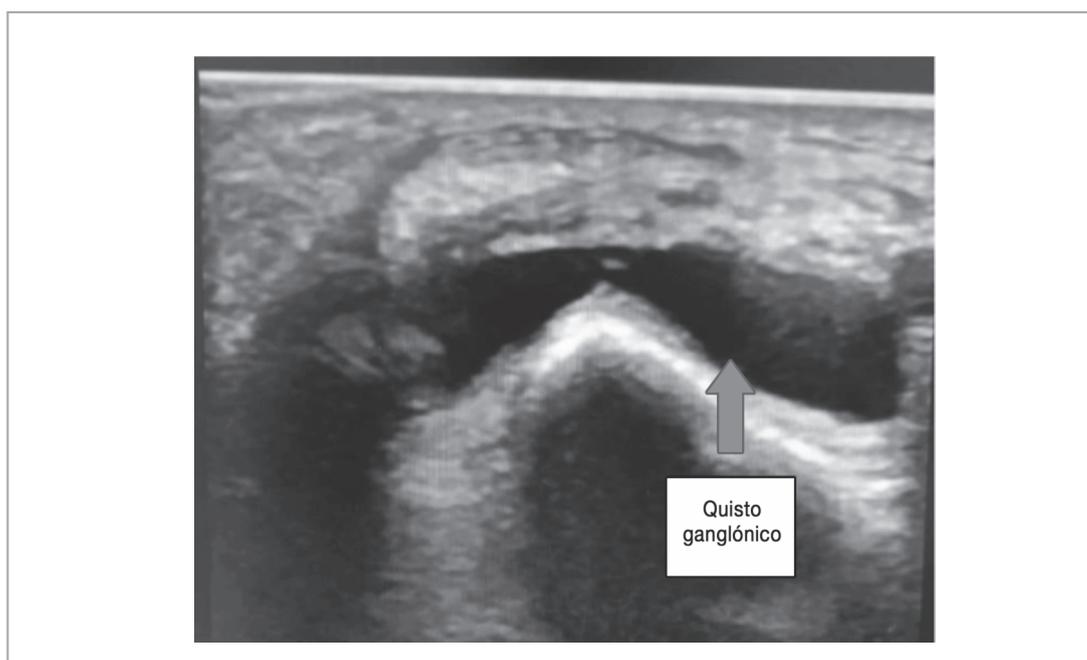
Quisto gangliónico observado na ecografia.
